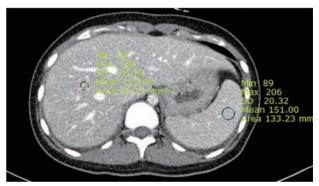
Contrast enhanced computed tomography of the abdomen. The image shows mild diffuse low density of liver in a 15-year-old female with acute toxic ingestion of acetaminophen. The liver has an attenuation value of 128.00 Hounsfield units while the spleen has an attenuation value of 151.00 Hounsfield units. An attenuation difference of 23 HU.
